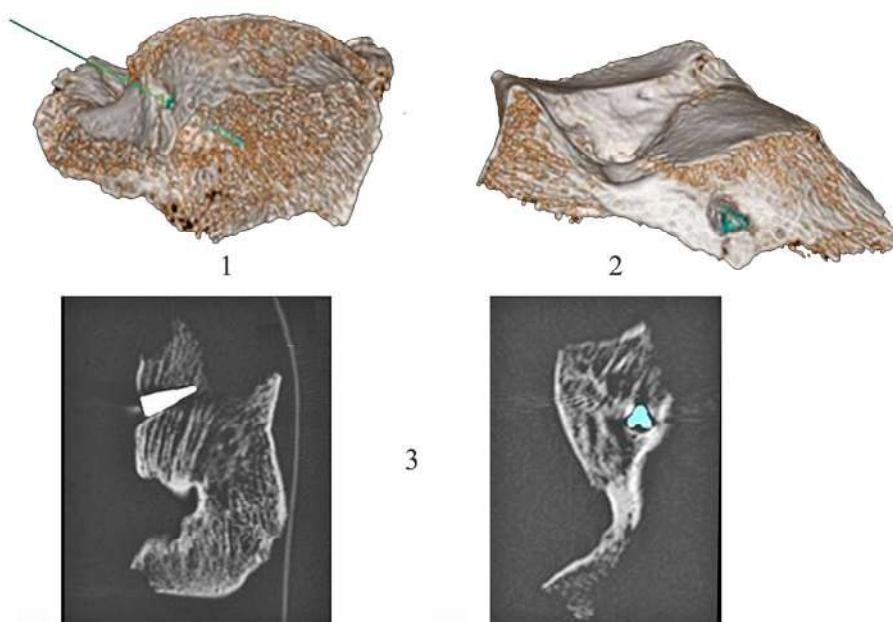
Исследование образца пятончной кости при помощи рентгенографии и компьютерной томографии
